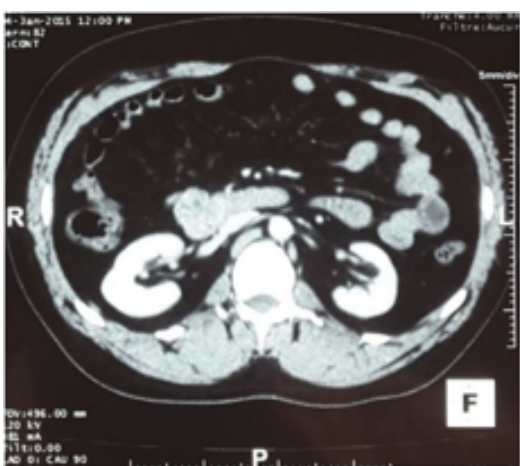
TDM abdominale. Formation circonscrite de 34x33mm localisée au niveau de l'angle duodénal inférieur prenant le contraste
